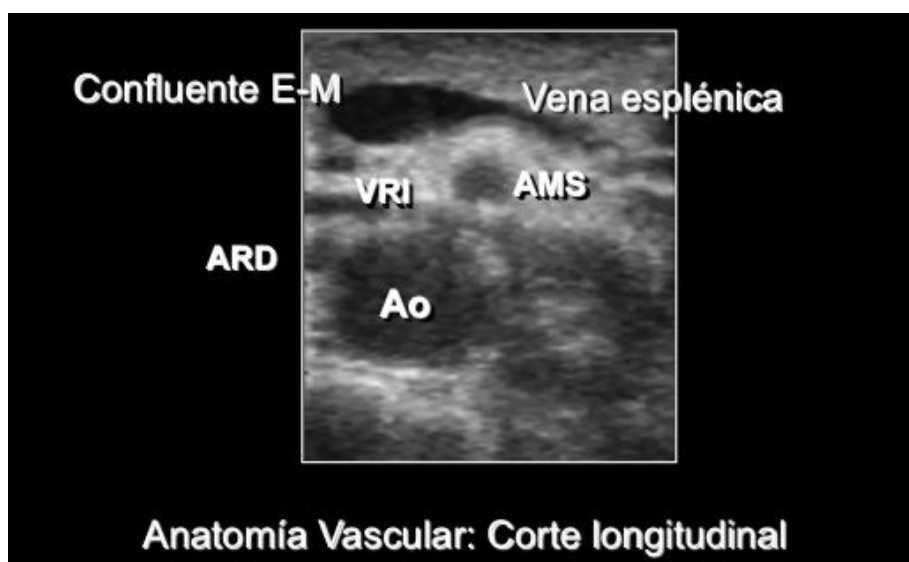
Ecografía pancreática en corte longitudinal. AMS (arteria mesentérica superior), VRI (vena renal izquierda), ARD (arteria renal derecha), Ao (aorta)
